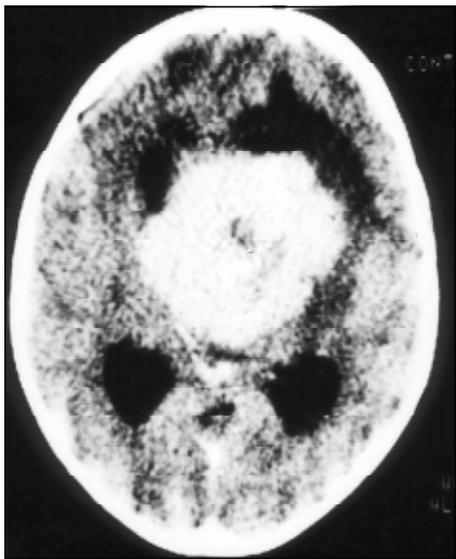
TC pré-operatória, mostrando volumosa lesão na linha média, captante, com dilatação ventricular assimétrica e hipodensidade frontal esquerda, sugestiva de edema.
